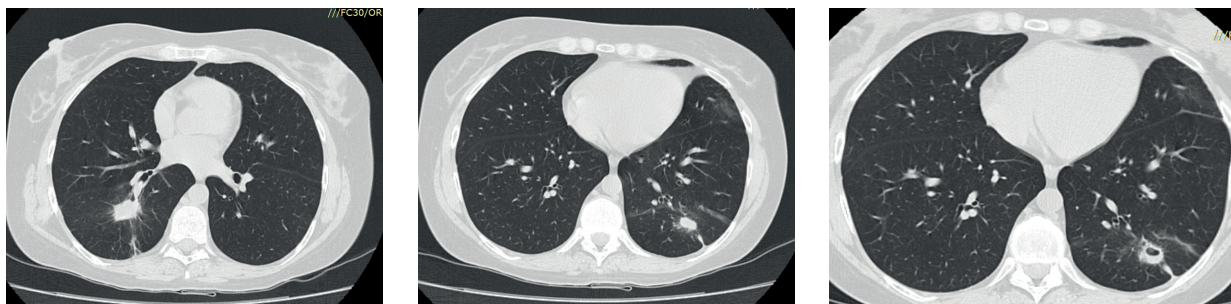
Фрагмент КТ ОГК на 8 году наблюдения
